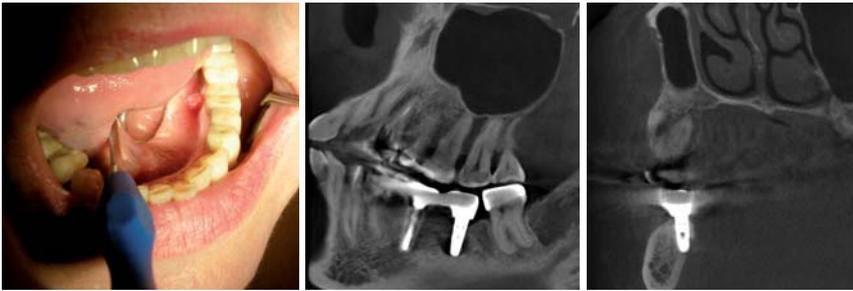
Fistelmaul, lingual sechs Monate nach Implantation. – Abb. 8: Derselbe Befund in axialer volumentomografischer Darstellung. – Abb. 9: Derselbe Befund in transversaler volumentomografischer Darstellung mit lingualer Kortikalisperforation.
